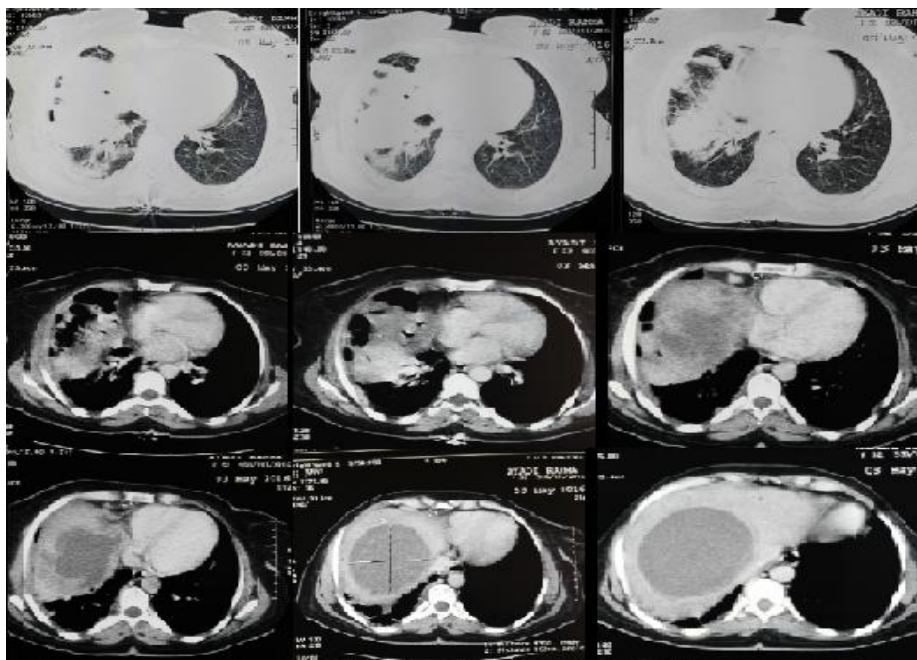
b : TDM-TAP objectivant une grande lésion kystique du dôme hépatique communiquant avec des lésions de condensation pulmonaire du LID.
